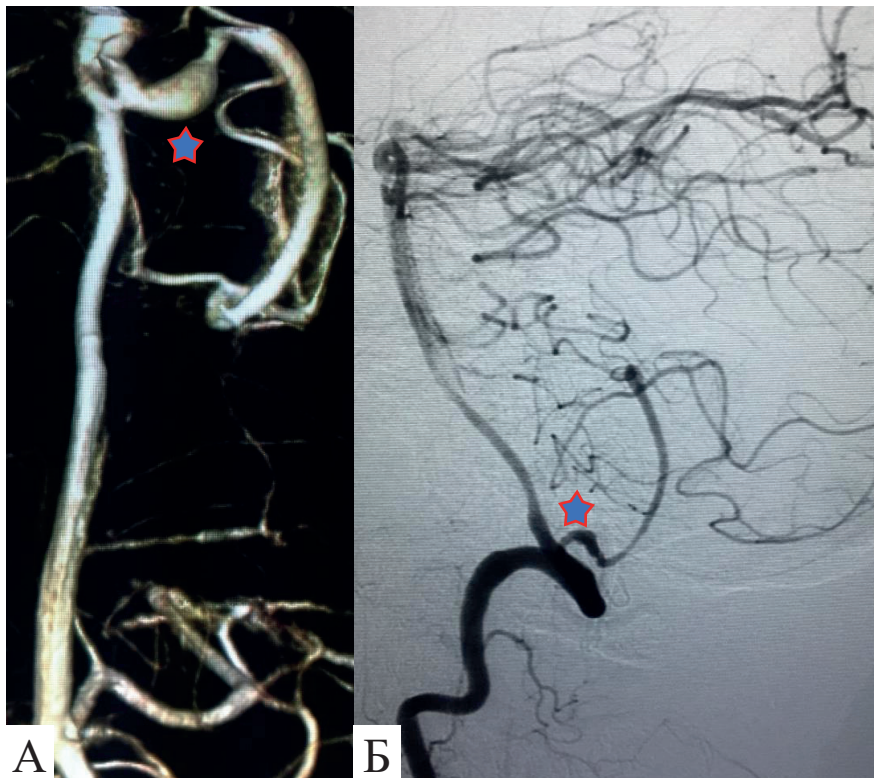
ЦАГ. .2019: А – 3D-ангіограма; Б – ★ – фузиформна АА lateral medullary segment (P₂) ЗНМА, сегментарний вазоспазм зліва P₂ та tonsillomedullary segment (P₃)
